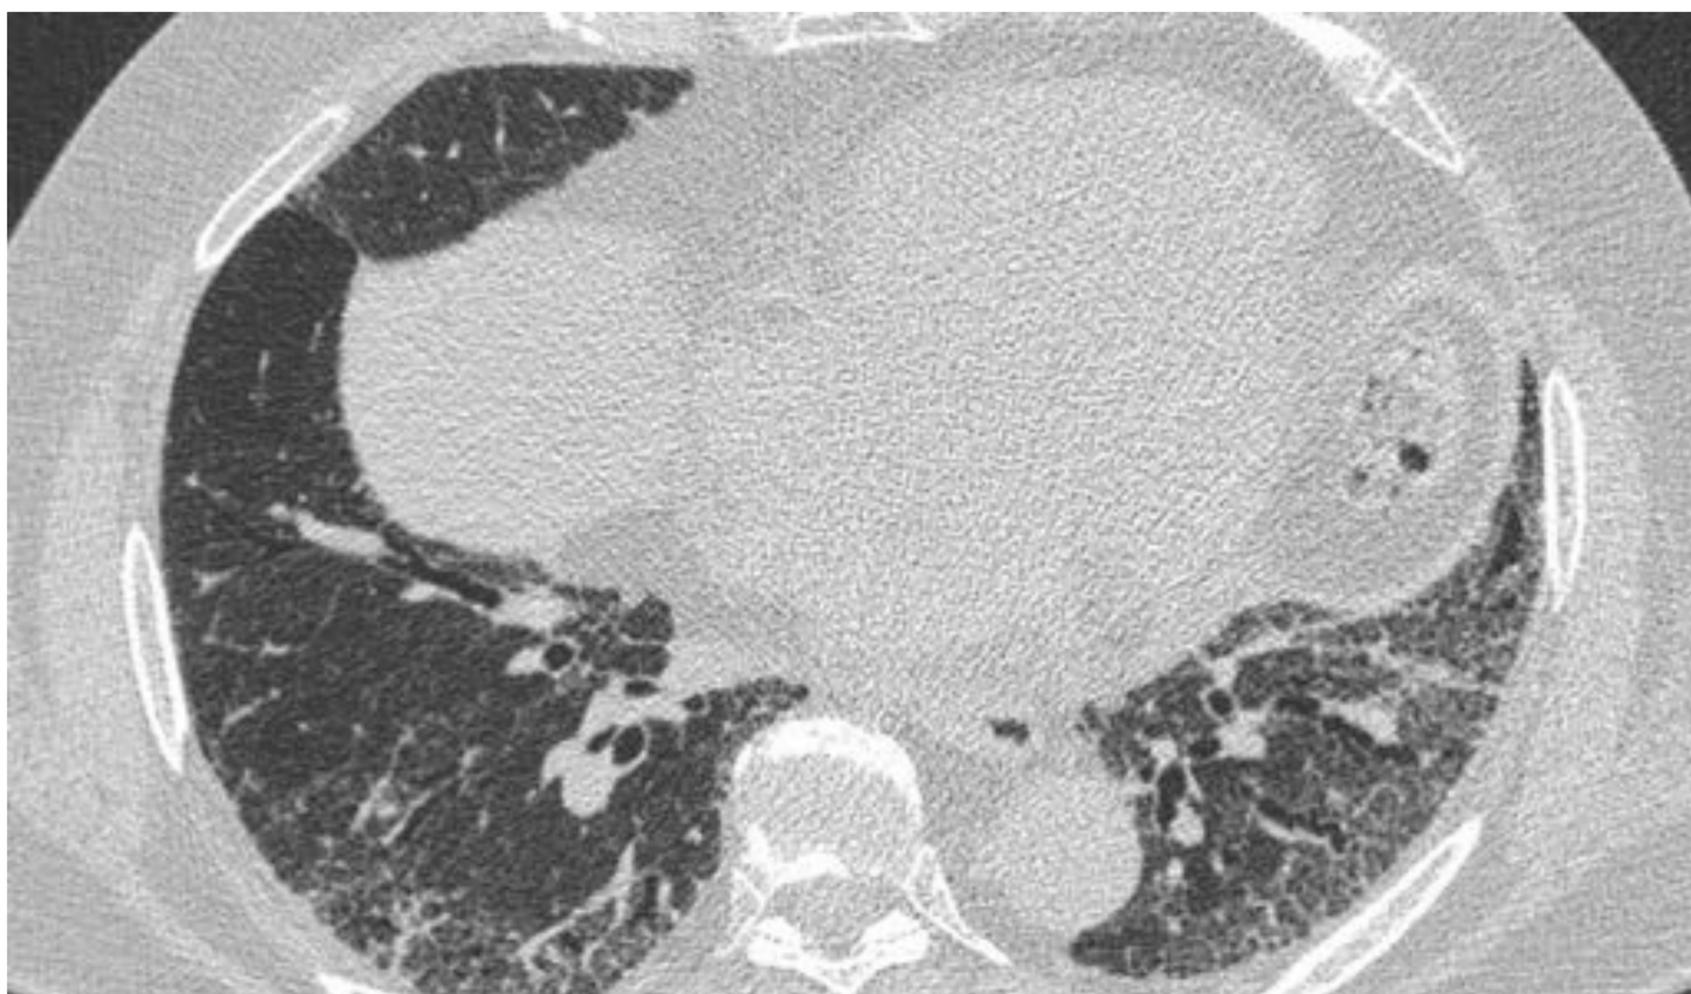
Cortes axiales de TC de paciente varón de 62 años con signos de afectación intersticial difusa, posible NIU. Extenso patrón reticular de predominio basal subpleural, bronquiectasias/bronquiolectasias de tracción y distorsión arquitectural. Ausencia de panalización. Posible NIU.
